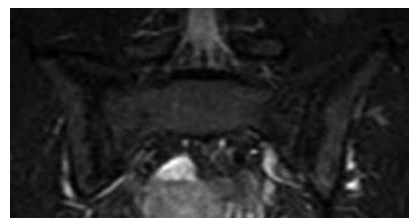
МР-томограмма КПС того же больного (см. рис. 5) в полукорональной проекции (режим STIR T2). Двусторонний хронический сакроилиит. Участки ЖД костного мозга имеют более выраженный низкоинтенсивный МР-сигнал на фоне пониженного МР-сигнала, исходящего от неизмененного костного мозга
